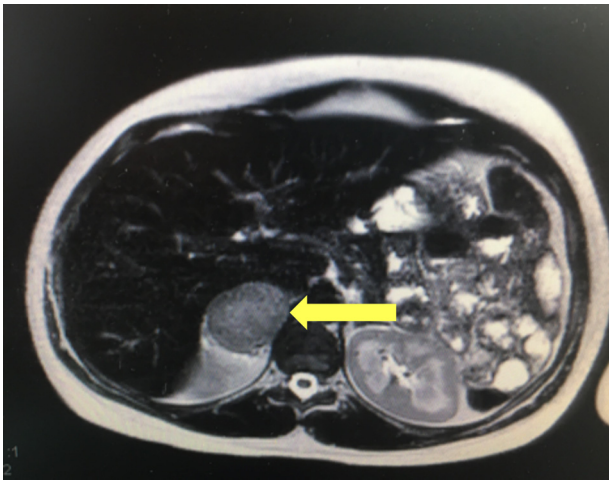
IRM abdominale séquence T2 axiale : phéochromocytome droit, masse surrénalienne droite de 50 x 40 mm apparaissant en hypersignal T2.
